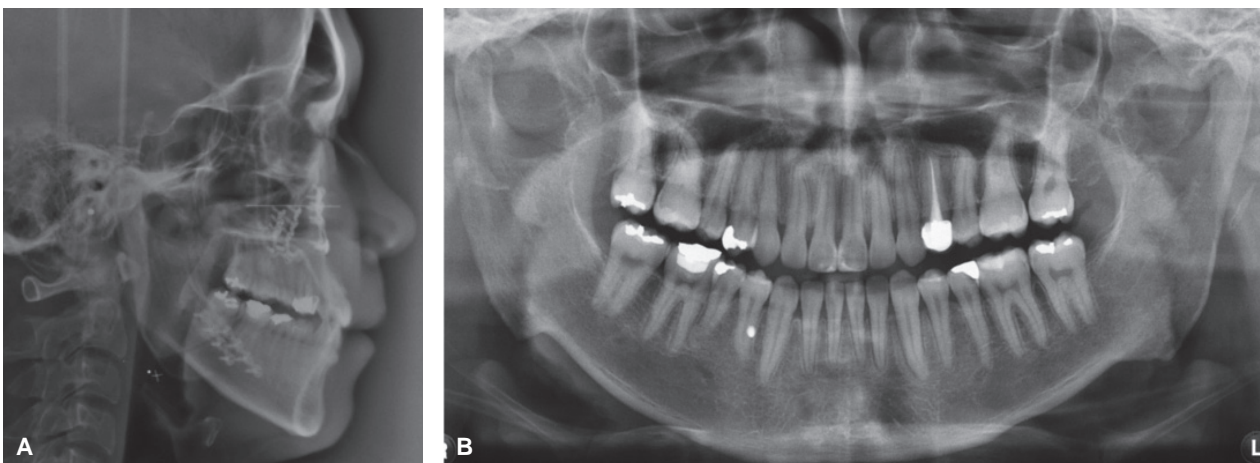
Lateral cephalogram (A) and panoramic radiograph (B) after treatment.
